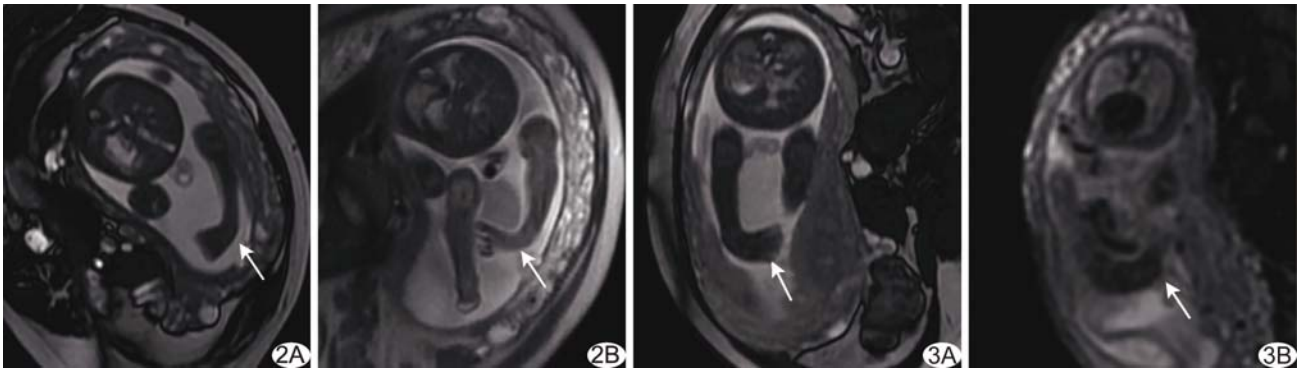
26 周胎儿, MRI 诊断右侧 CTEV A. 胎儿足部冠状位 MR FIESTA 序列图像; B. SSFSE 序列图像 (箭头示胎儿足部) 图 3 24 周胎儿, MRI 诊断双侧 CTEV A. 胎儿足部冠状位 MR FIESTA 序列图像; B. DWI 图像 (箭头示胎儿足部)
